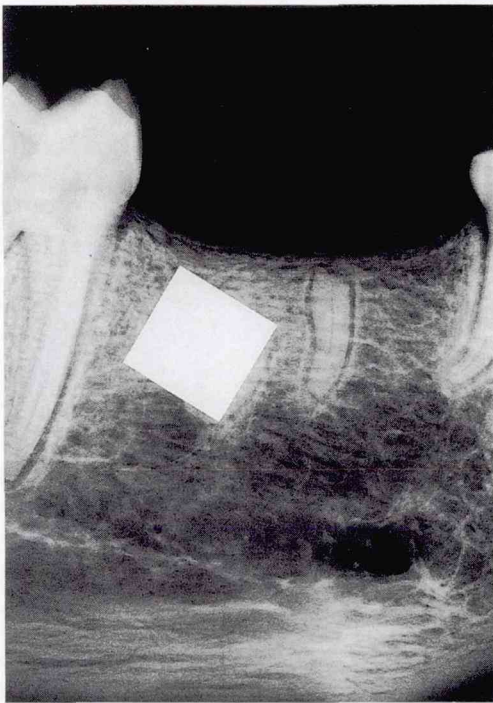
Ti-Ni板（表面酸非処理）埋入下顎X線像
